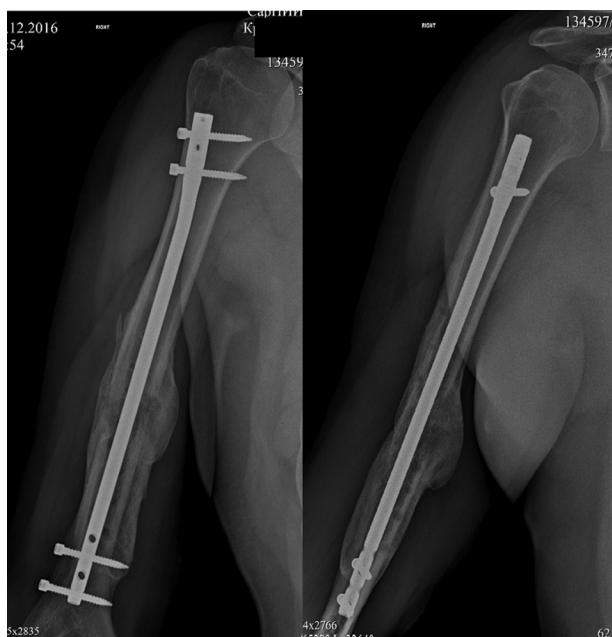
Рентгенограммы плечевой кости больного К. 38 лет через 10 месяцев после оперативного вмешательства
